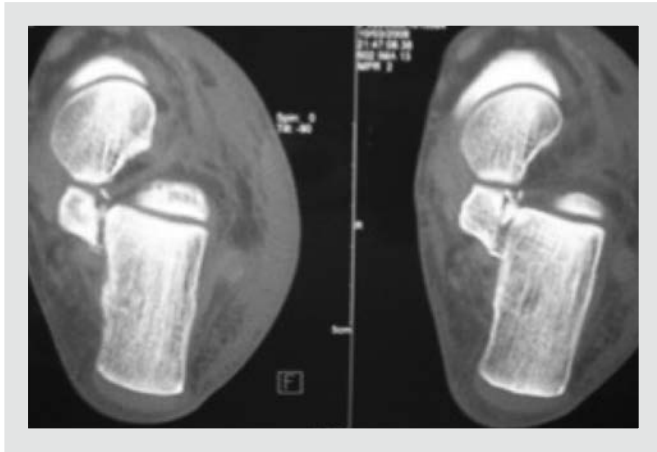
Imagen de tomografía computarizada de fractura de *sustentaculum tali*.
